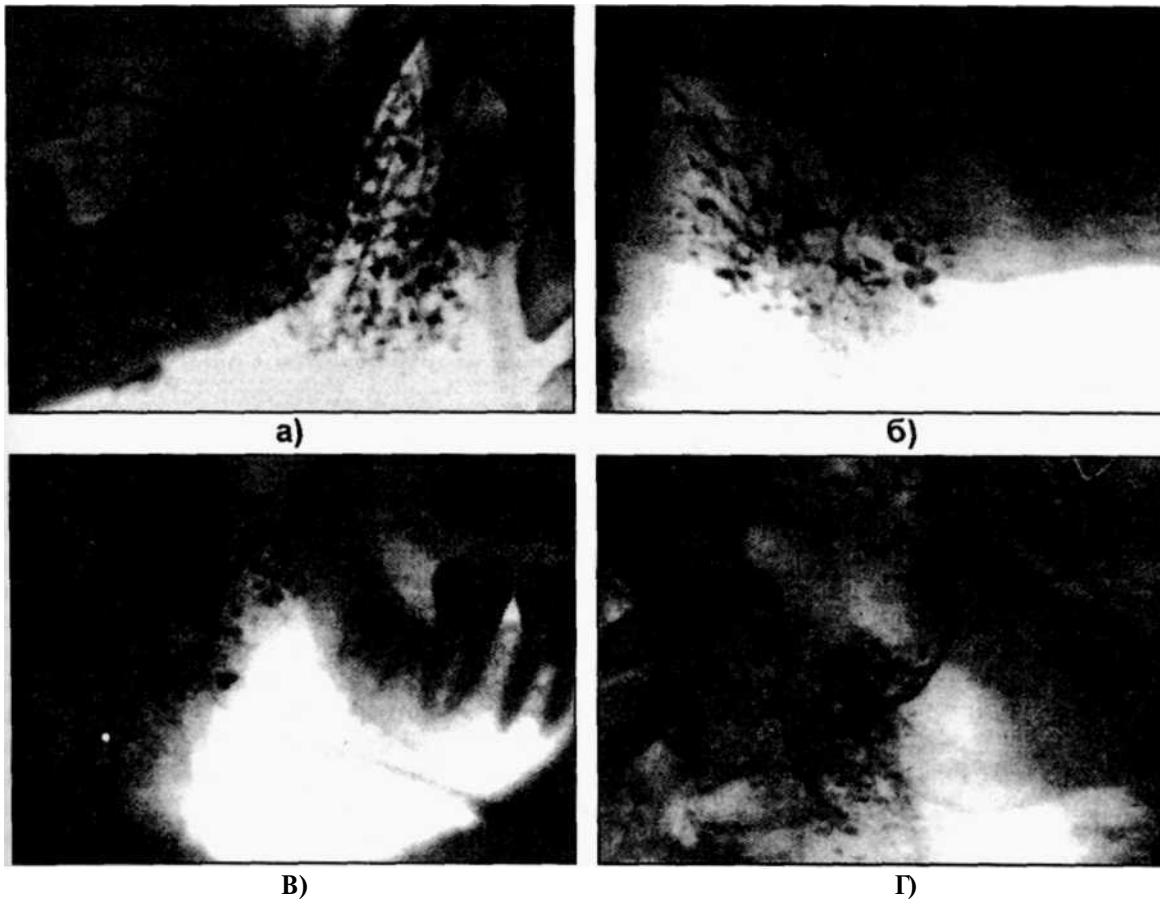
Сиалограммы больных хроническим паренхиматозным паротитом в клинически выраженной стадии заболевания. Фаза заполнения паренхимы железы. Определяются множественные полости - скопления рентгеноконтрастного вещества в паренхиме железы, равномерное расширение главного выводного протока (а,б) с наличием признаков его деформации (в) и изменениями в добавочной доле (г).
